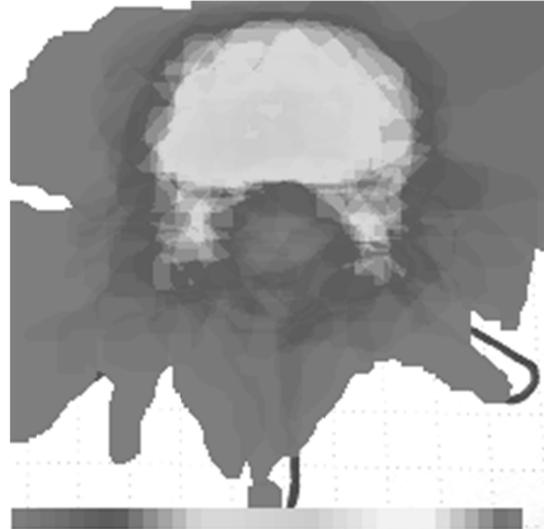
脊椎圧迫骨折を伴うがん脊椎転移患者のMRI axial 像における転移がんの位置
